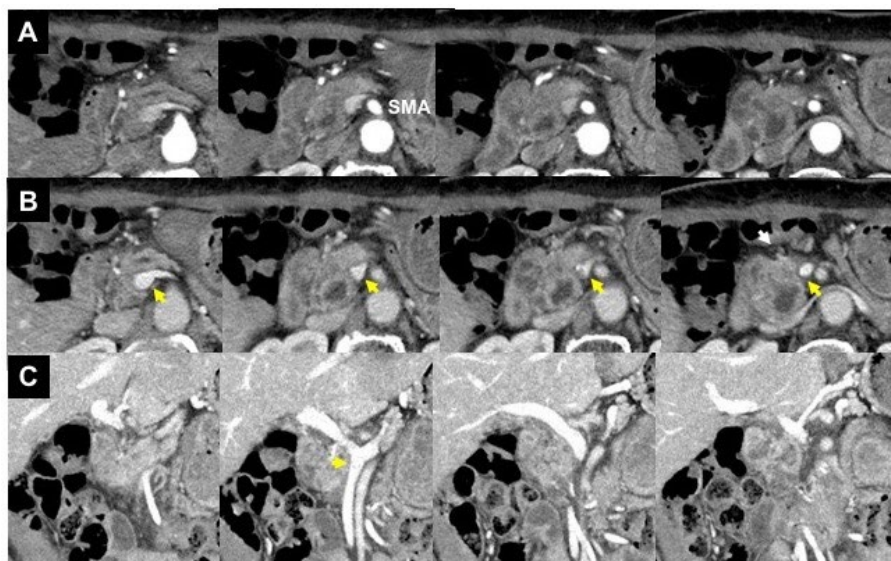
腹部造影CT(NACRT 後) (A: 動脈相、B、C: 門脈相)
